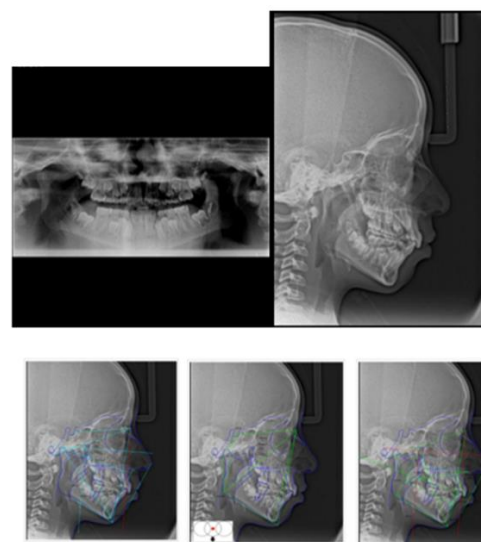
Radiografías extraorales y estudios Cefalométricos: para planificación y diagnóstico del tratamiento Ortodóncico
